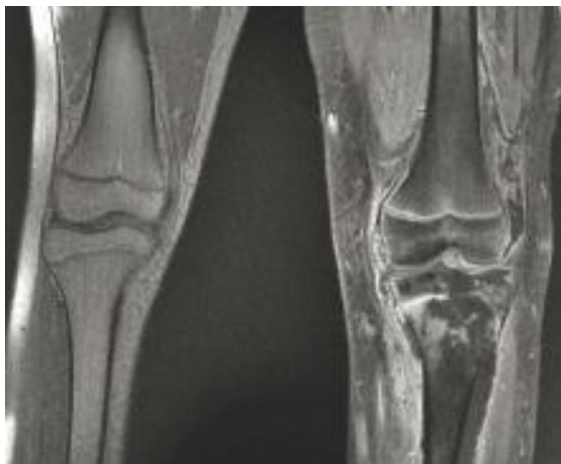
Aspect IRM d'une ostéomyélite aiguë hématogène de l'extrémité proximale du tibia.
